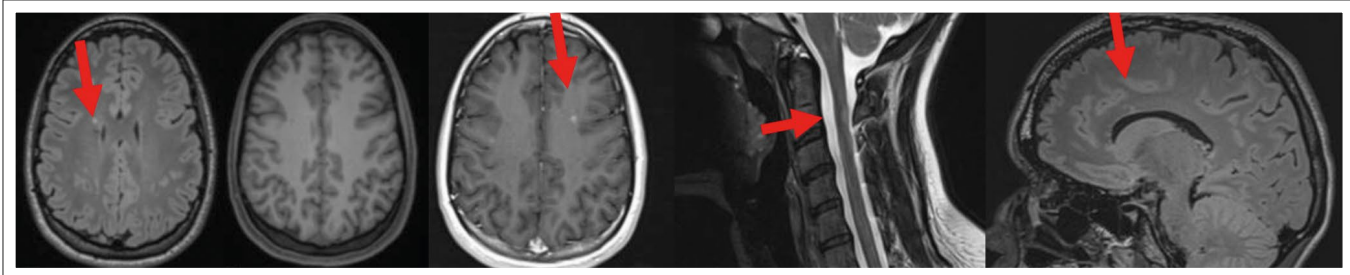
MRT-Bilder Patientin 1, Juni 2022: von links nach rechts: T2 axial mit periventrikulären Herden (Pfeil), T1 nativ axial, T1 mit KM axial: KM aufnehmende Läsion (Pfeil); HWS T2 sagittal: zervikaler Herd (exemplarisch) (Pfeil), Schädel T2 sagittal: Balkenherd (Pfeil)
